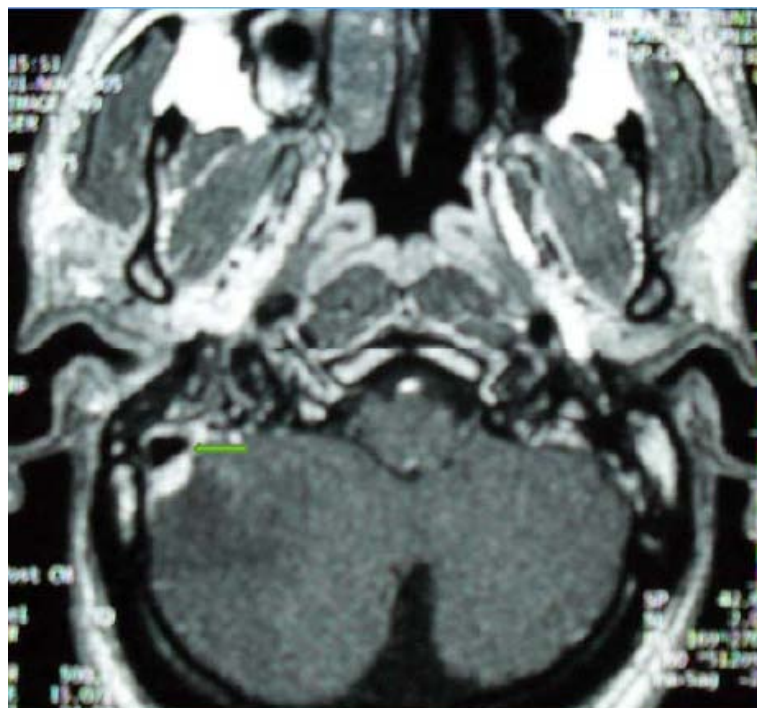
IRM coupe axiale T1 + Gado: thrombose du sinus latéral droit. [80]
